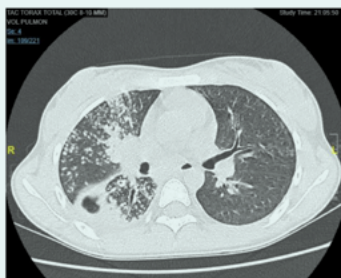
Tomografía computada de tórax al 9no día de hospitalización del caso 1. Condensaciones multifocales compromiso total del LM y LID. Lesión cavitada de 3 cm de diámetro en el LID.
